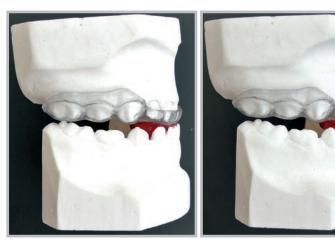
Mascherine Termostampate prodotte a partire da dischi e placche in PET G
